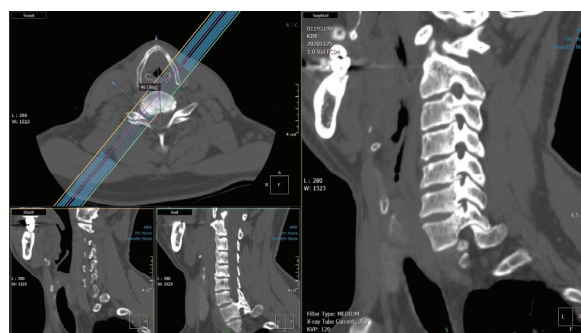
Oblique coronal reformatted CT image.
